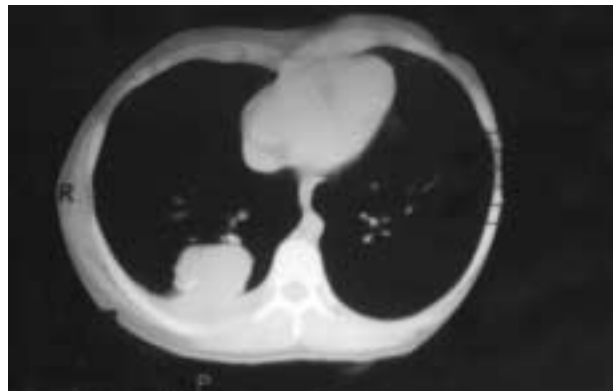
CT tórax: metástasis pulmonar derecha.
